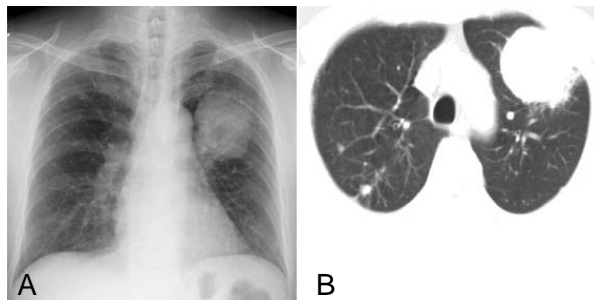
(A) The initial chest PA shows a mass shadow on the left upper lobe with multiple metastatic nodules on both lung fields. (B) The chest CT scan shows a 6 X 5 cm sized mass with a lobulated margin and heterogeneous enhancement in the left anterior segment and multiple well-defined round nodules on both lung fields, which suggested a metastasis.
